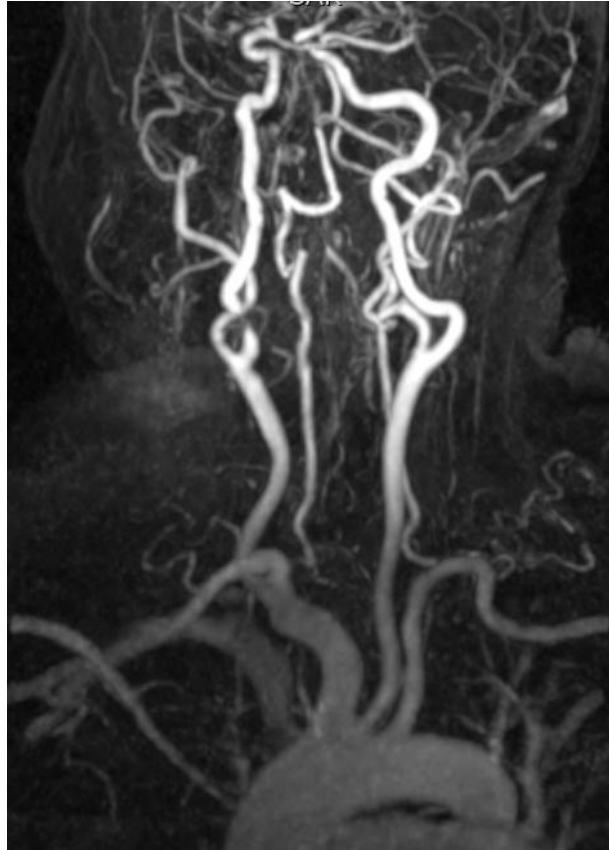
Imagen por Resonancia Magnética (RM) de los troncos supraaórticos. En el lado derecho la arteria carótida común o primitiva y la arteria subclavia se originan del tronco braquiocefálico. La arteria carótida izquierda se origina directamente del cayado aórtico, así como la arteria subclavia izquierda. Las arterias vertebrales de ambos lados se originan de las subclavias. Se observa estenosis severa de carótida interna derecha.
